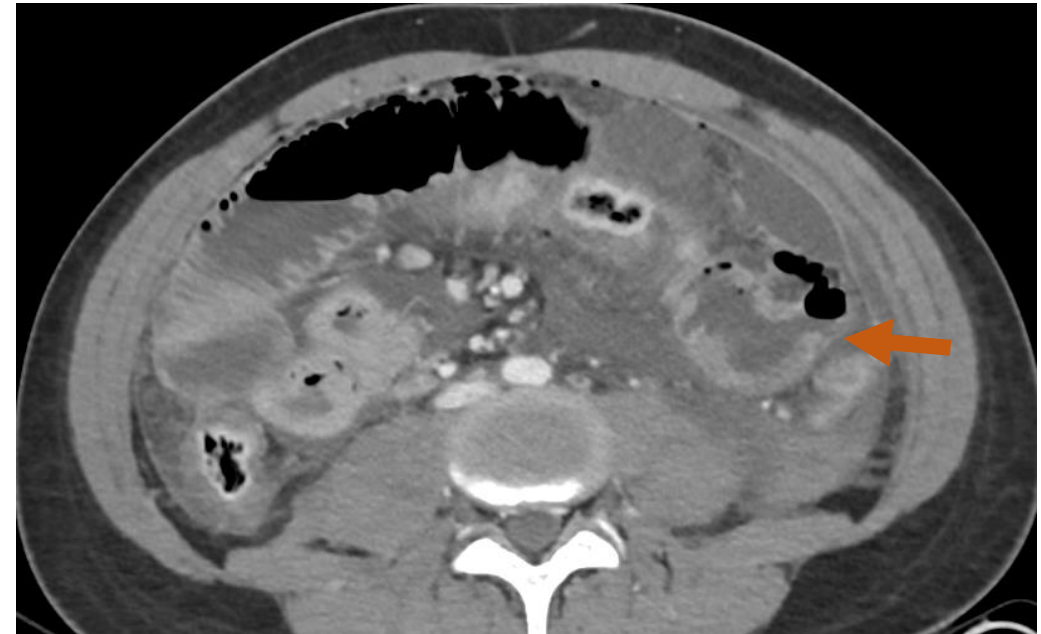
Ante los hallazgos sutiles, se optó por manejo expectante con control evolutivo. En la TC de control a las 48 h se evidencia solución de continuidad en yeyuno (*flecha naranja*), con aumento del líquido libre intraabdominal y signos de peritonitis, confirmando perforación intestinal evolutiva.
